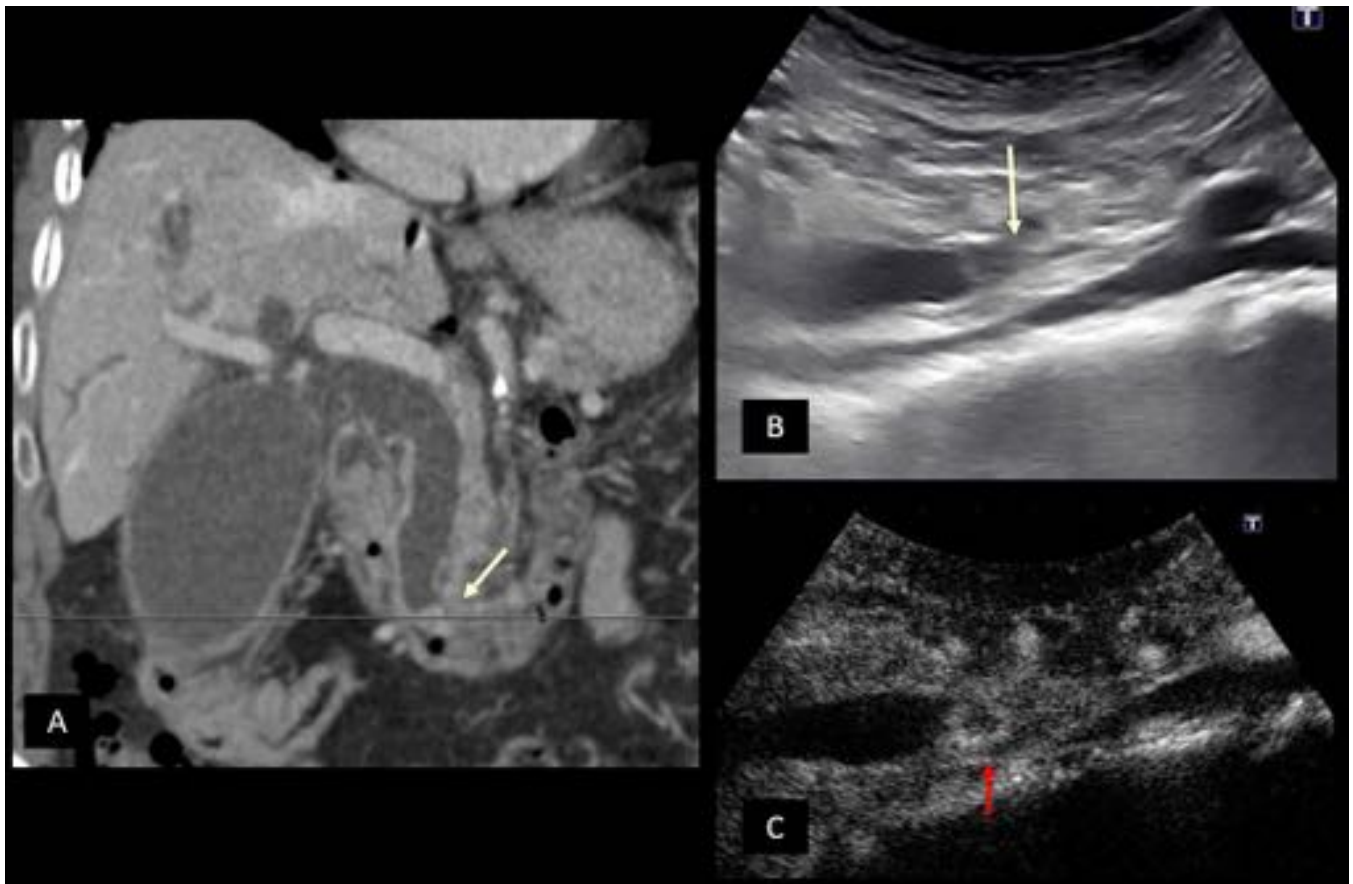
CC periampular. Imágenes de TC con contraste en fase portal (A) y ecografía (B) donde se identifica dilatación de la vía biliar extrahepática condicionada por estenosis abrupta y asimétrica del colédoco en región periampular. En la ecografía con contraste (C) se evidencia como dicha estenosis es secundaria a una lesión intraluminal que realza (flecha roja).
